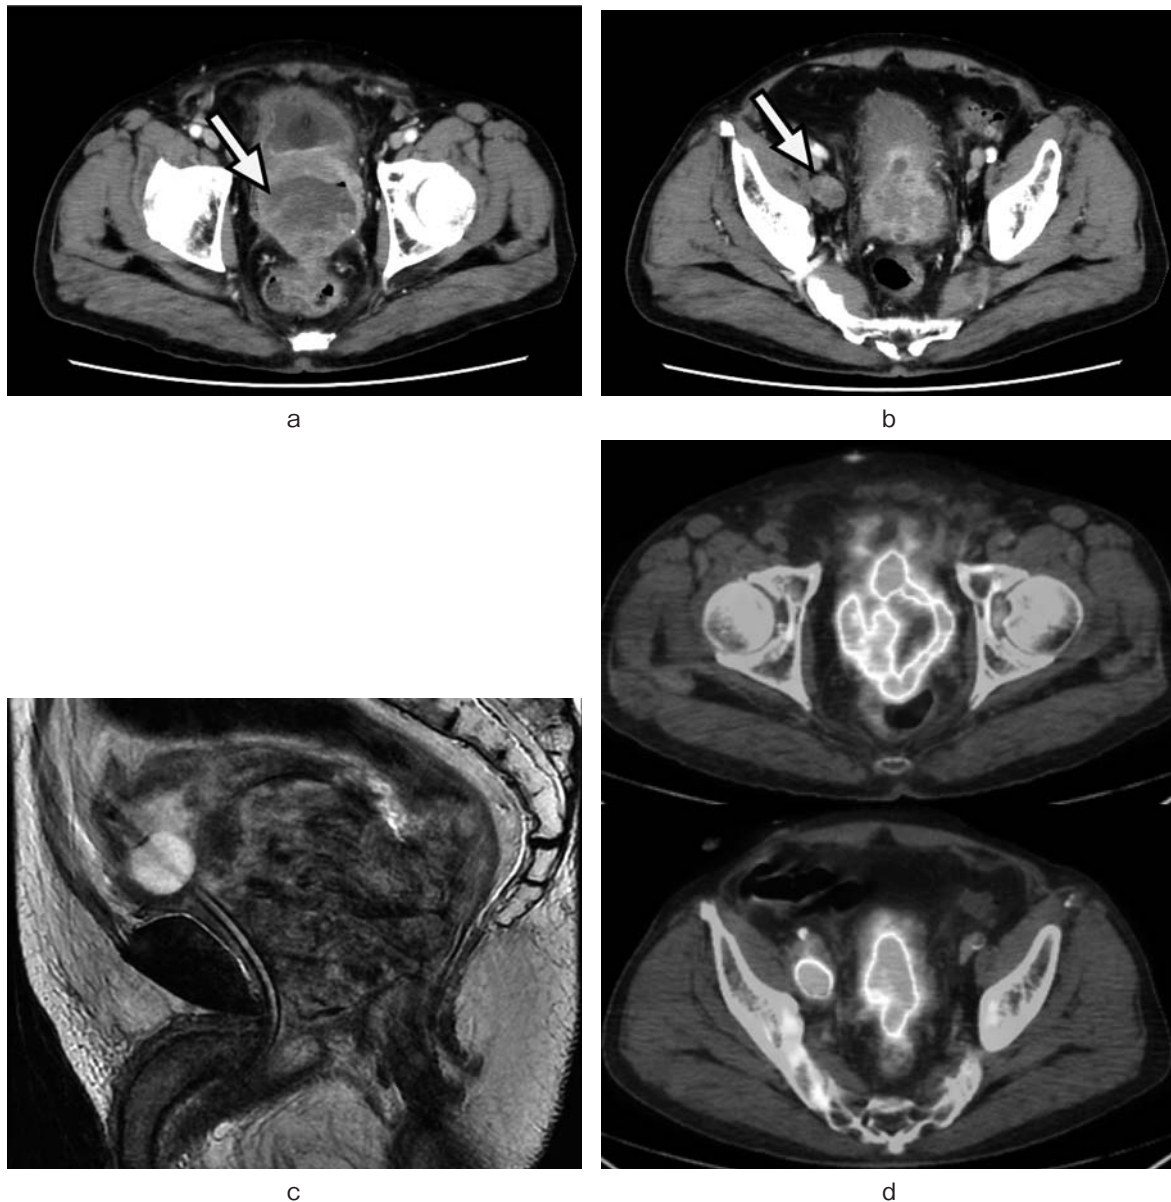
Enhanced CT and MR showed a big pelvic tumor that invaded urinary bladder and rectum (a, c), and enlarged right obturator lymph node, measuring 2.5 cm (b). Positron emission tomography-computed tomography (PET-CT) showed abnormal FDG uptake localized to the pelvic tumor and right obturator lymph node (d).
